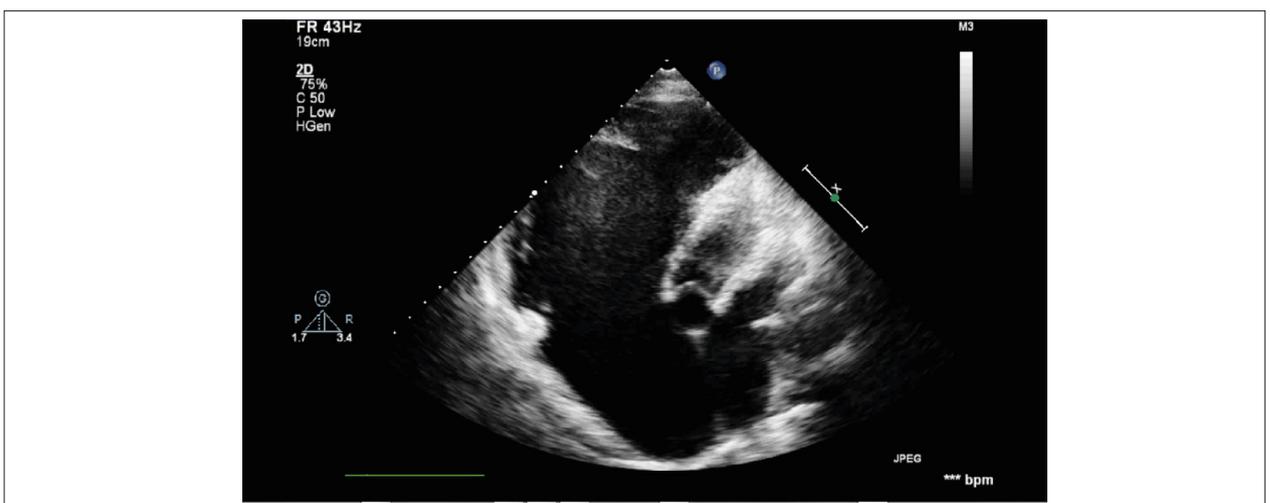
Ecodopplercardiograma transtorácico de janela paraesternal eixo curto mostrando resquício de folhetos septal e anterior de valva tricúspide.
